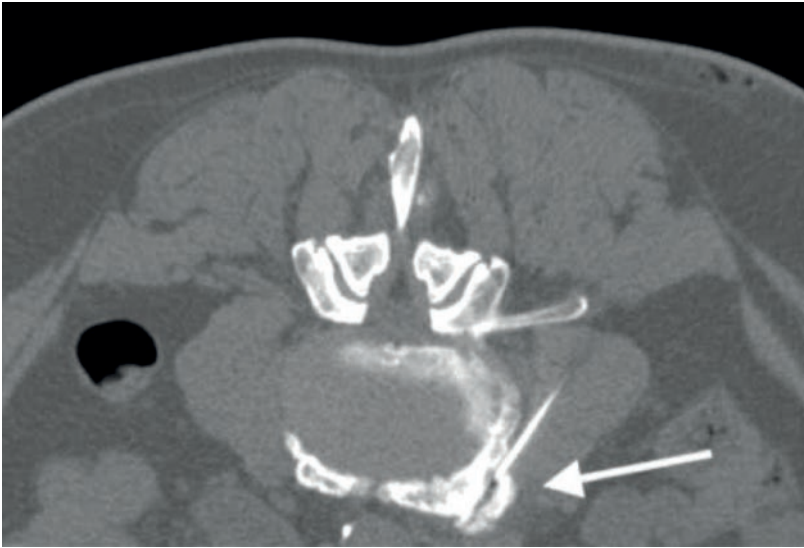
Patient in Bauchlage. Computertomographisch gesteuerte Infiltration des ventralen Spondylophyten mit Positionierung der Nadelspitze zwischen dem überhängenden Spondylophyten von Lendenwirbelkörper (LWK) 4 rechts und LWK 5 (Pfeil).
